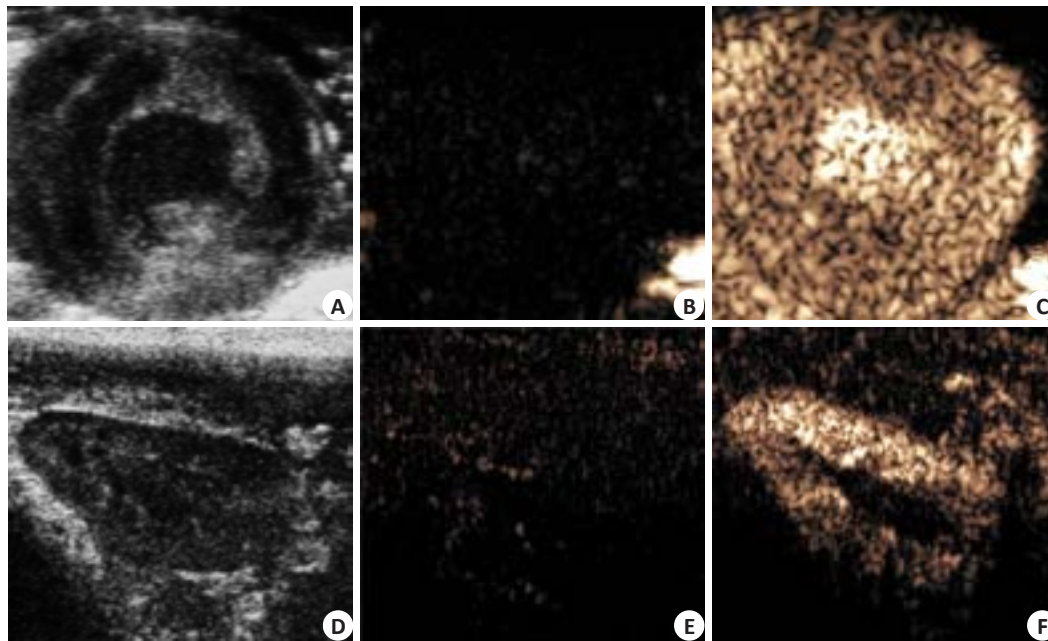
HSMB<sub>2:2</sub>的超声造影效果
